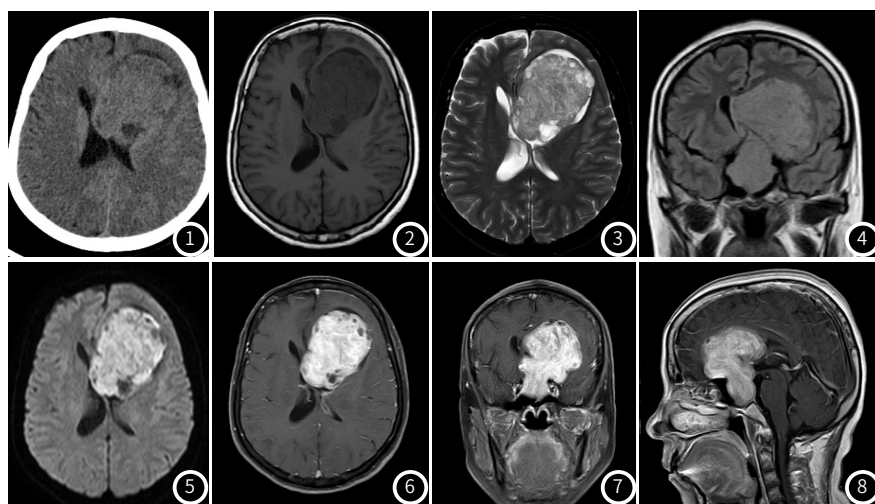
颅脑CT平扫。左额部区域肿块，以等密度为主，病灶边缘见斑片状低密度影，左侧侧脑室明显受压变窄。图2 T₁WI肿块呈等稍低信号。图3 T₂WI呈稍高信号。图4 冠状面FLAIR蝶鞍扩大，鞍区肿块并延伸至左额部区域，呈稍高信号。图5 DWI呈高信号。图6~图8 增强扫描呈明显强化，病灶边缘可见多个结节状无强化区。
